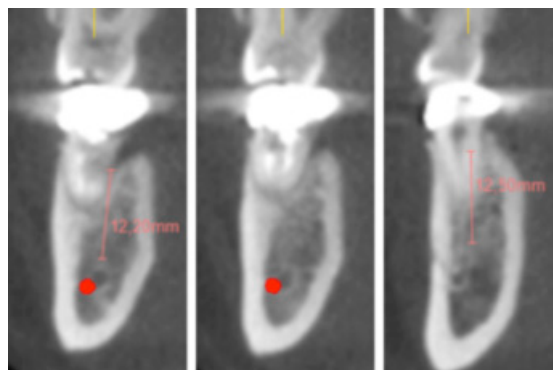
Medición de los respectivos cortes del TAC.
